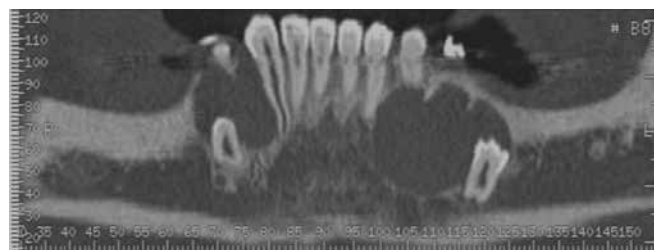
Tomografia computadorizada da mandíbula, corte axial. Dois quistos em relação com dentes molares.
